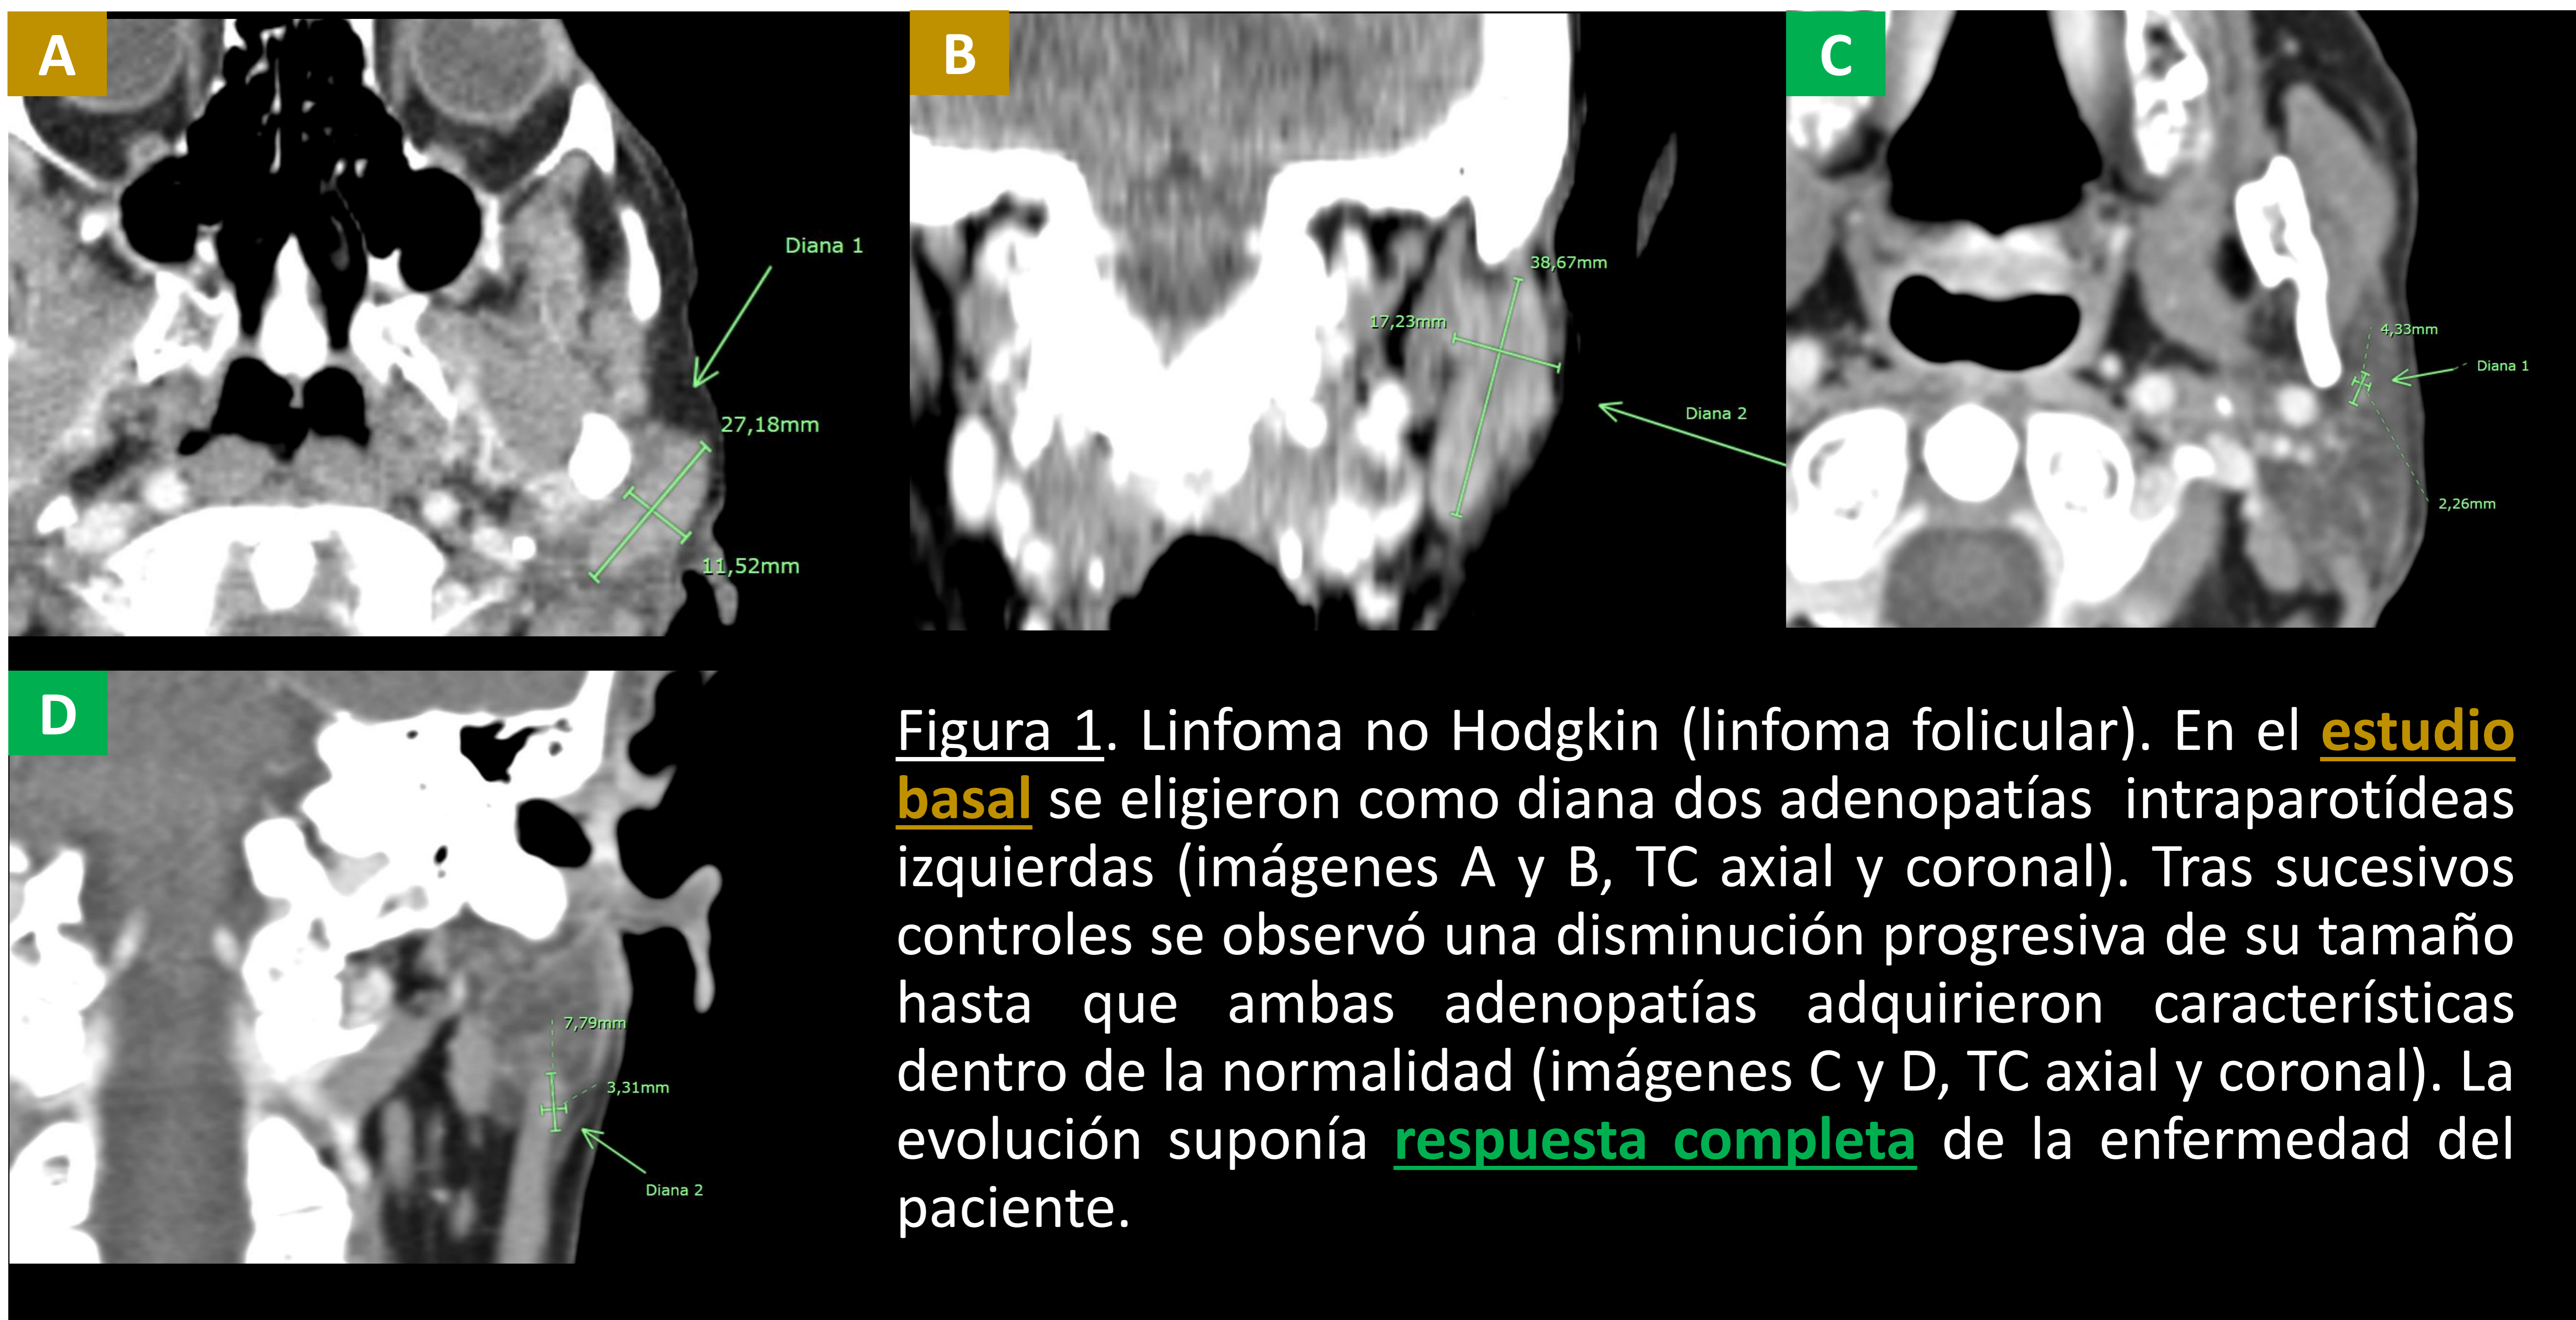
Linfoma no Hodgkin (linfoma folicular). En el estudio basal se eligieron como diana dos adenopatías intraparotídeas izquierdas (imágenes A y B, TC axial y coronal). Tras sucesivos controles se observó una disminución progresiva de su tamaño hasta que ambas adenopatías adquirieron características dentro de la normalidad (imágenes C y D, TC axial y coronal). La evolución suponía respuesta completa de la enfermedad del paciente.
